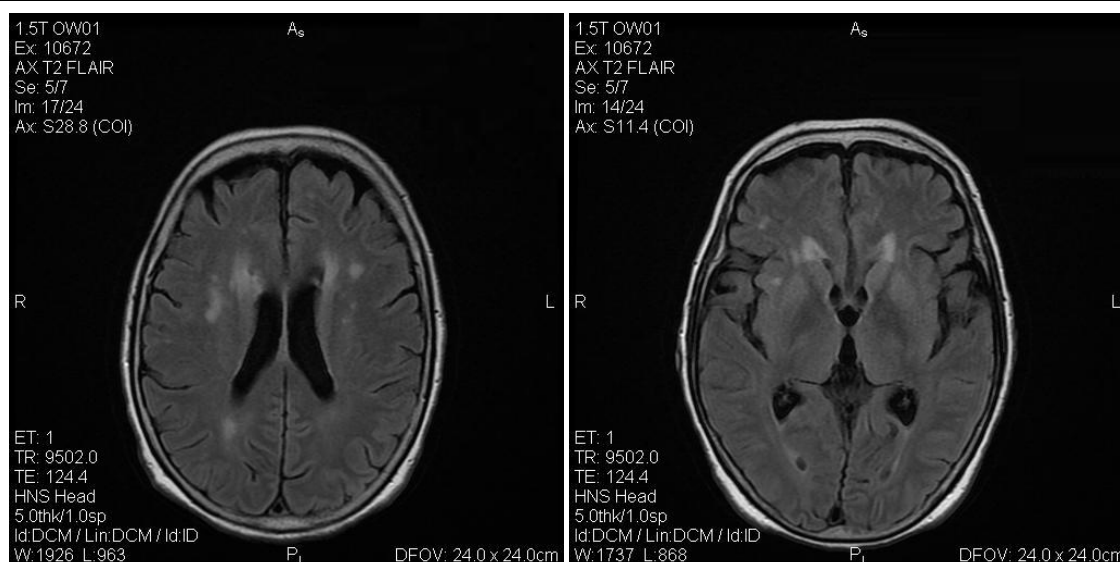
Imagens da RMN encefálica realizada ao D13 de Internamento
